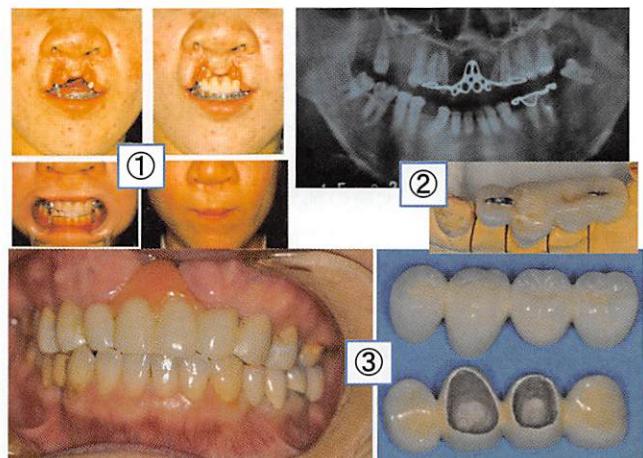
症例1（50代、女性）。①1986年：上下骨切術後のレジンブリッジと口唇形成術。②2017年4月：再診時のオルソパンтомX線写真とメタルフレームが露出したレジンブリッジ。
